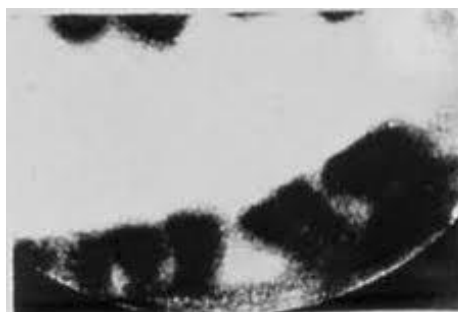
Перша стоматологічна рентгенограма Валькгофа.
